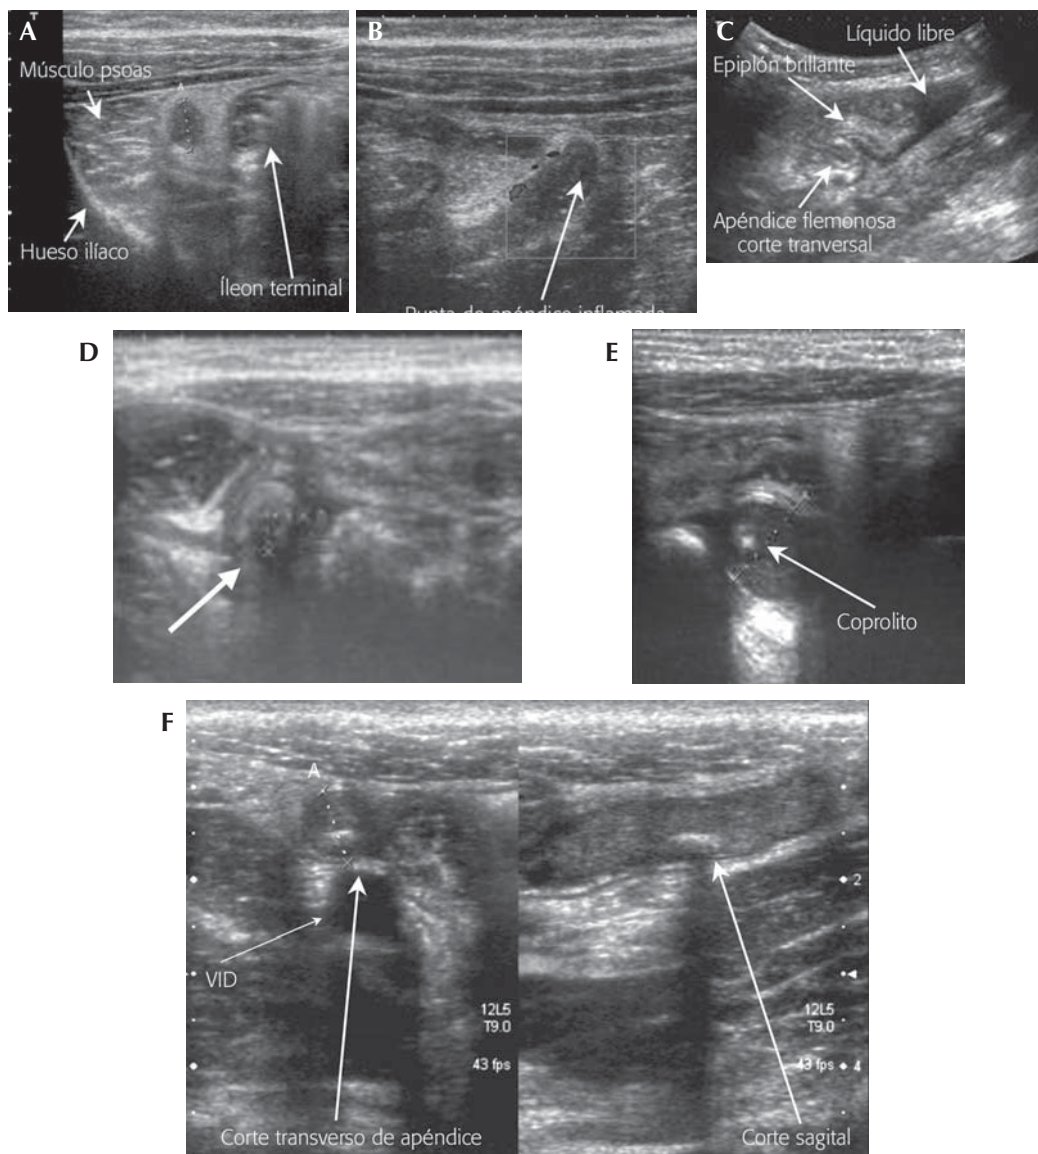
A) Apéndice gangrenada y perforada, mayor de 7 mm (9,8 mm) rodeada de grasa epiploica brillante (apéndice: línea de puntos). B) Doppler aplicado en el extremo apendicular; se aprecia desestructuración de las capas con aumento del flujo vascular. La flecha indica el extremo del apéndice inflamado. C) Apéndice flemonoso, corte transversal con líquido libre peritoneal. D) Punta del apéndice perforada, capas discontinuas y líquido libre (peritonitis). E) Extremo de apéndice flemonoso con coprolito poco denso. F) Apéndice (línea de puntos) flemonoso con material en su interior y coprolito.
